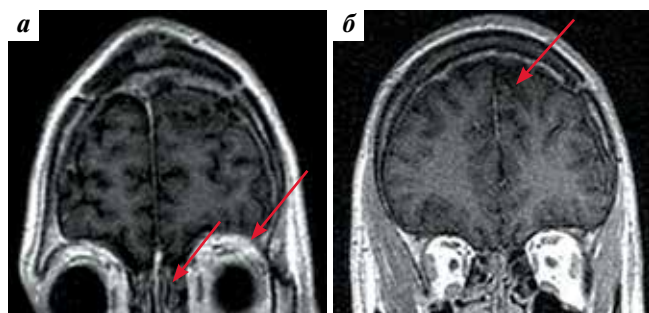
Магнитно-резонансная томография головного мозга через 3 года, T1-SE после контрастного усиления. На приведенных сканах отмечена полная регрессия выявляемой ранее опухоли (стрелки)
